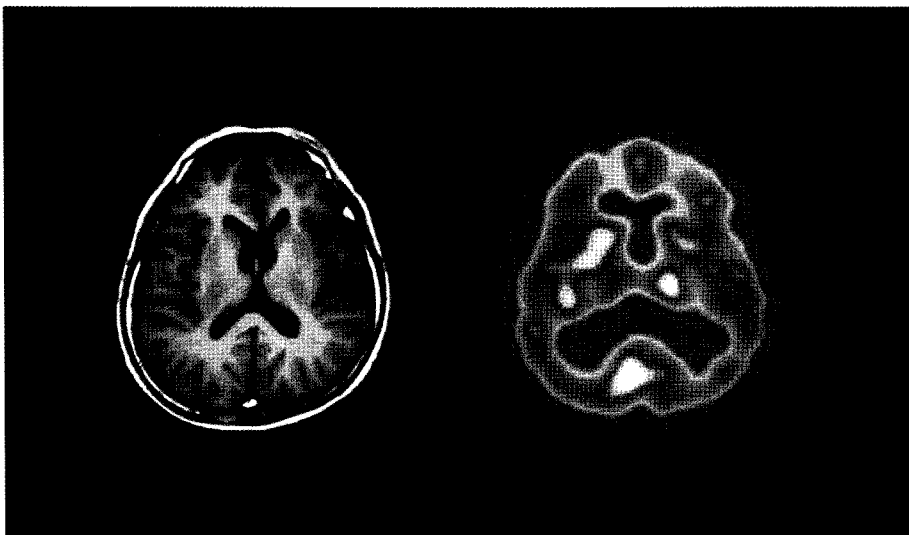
A 41-year-old male had traumatic brain injury due to a traffic accident 6 months before. MRI shows nonspecific findings but SPECT demonstrated focal hypoperfusion in the right frontal lobe and thalamus. This patient had neuropsychological abnormalities of depressive mood, withdrawal behavior, and mild impairment of memory, attention and calculation.
